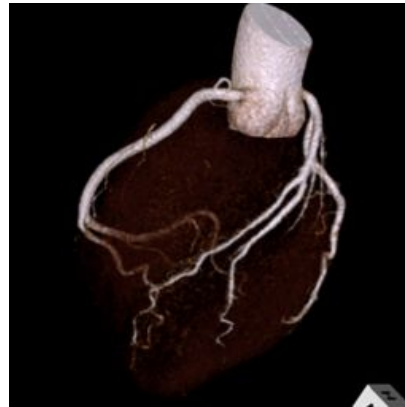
造影剤減量プロトコールの心臓CT。使用造影剤は13mL。
